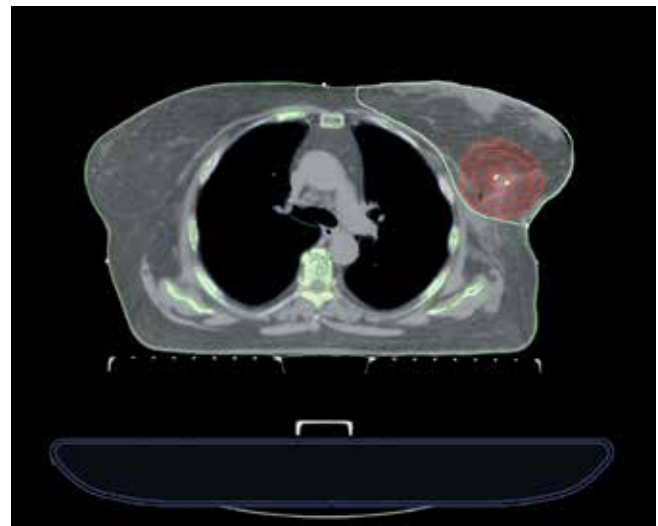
Этап оконтуривания, компьютерная томография (КТ). На КТ-срезах – рентгеноконтрастная клипса, ложе удаленной опухоли левой молочной железы, клинический и планируемый объемы мишени
